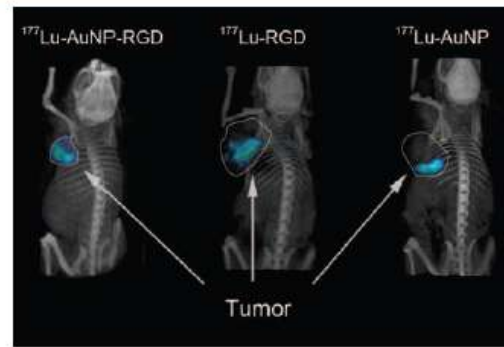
micro-SPECT/CT images of ^{177}Lu -AuNP-RGD, ^{177}Lu -AuNP and ^{177}Lu -RGD at 24 h after the last injection (at 22 days of treatment). The tumor areas in which no radioactivity is observed is necrotic tissue. Extensive necrotic foci are present in advanced stages of glioblastomas and in less-advanced neoplasms necrosis occurs sparsely. ^{177}Lu -AuNP-RGD tumor uptake is more homogeneous indicating less necrotic tissue.
